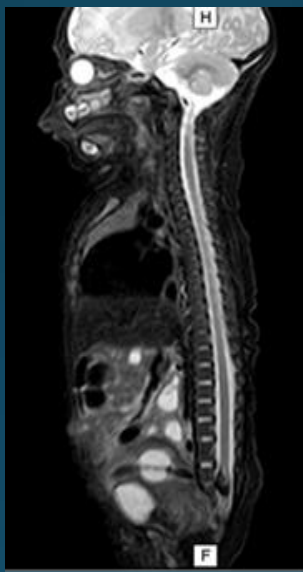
RM de columna, plano sagital STIR
